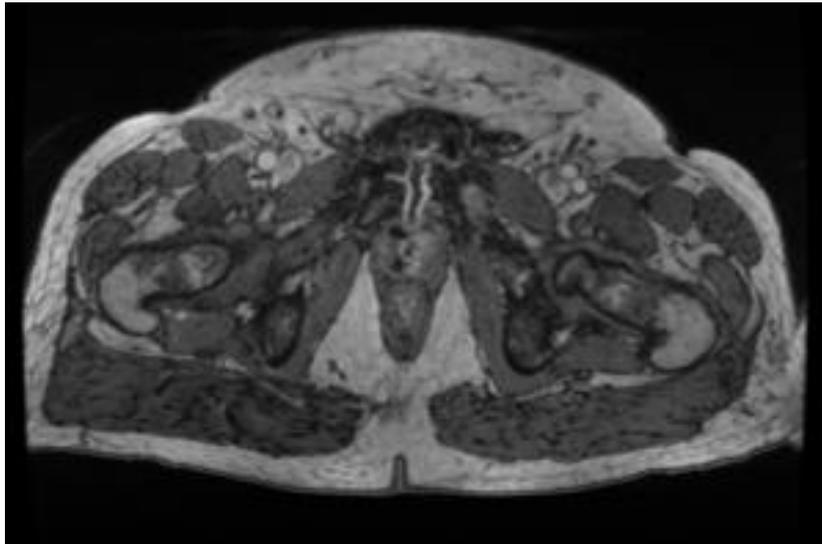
IRM pelvienne injectée en coupe transversale. Œdème osseux de la symphyse pubienne à gauche avec érosions en regard. Prise de contraste avec trajet fistuleux (d'après S.Salomon, Progrès en Urologie, 2015)
